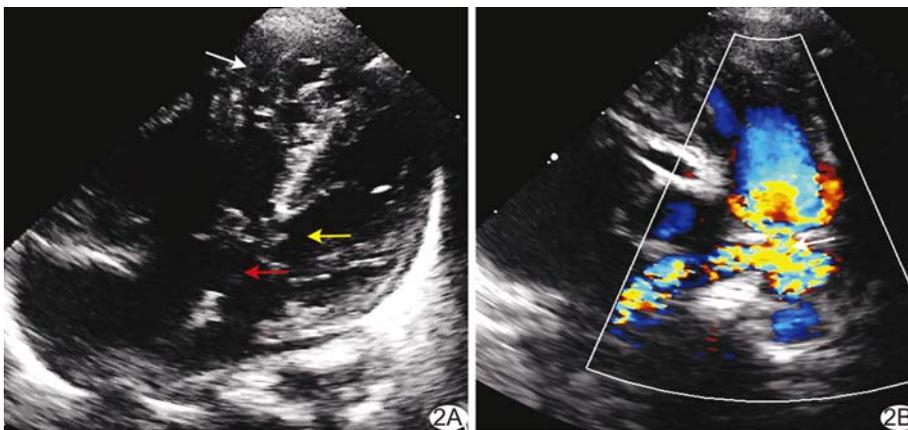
患儿男, 5 个月, 右心室 NVM 合并完全型心内膜垫缺损 A. 二维超声心动图可见右心室内多发肌性结构(白箭), 室间隔(黄箭)、房间隔(红箭)回声失落; B. CDFI 于肺动脉分叉处可见环形狭窄(箭)
